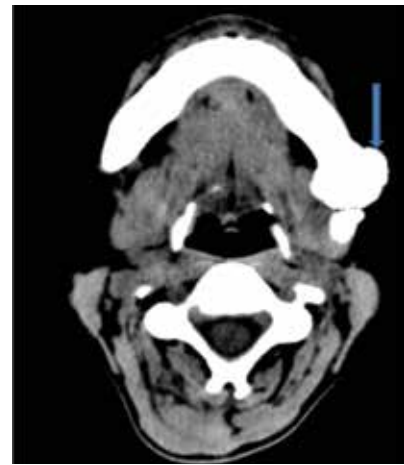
Cranial computerized tomography image of a patient who had benign bone tumor in the left mandibula
